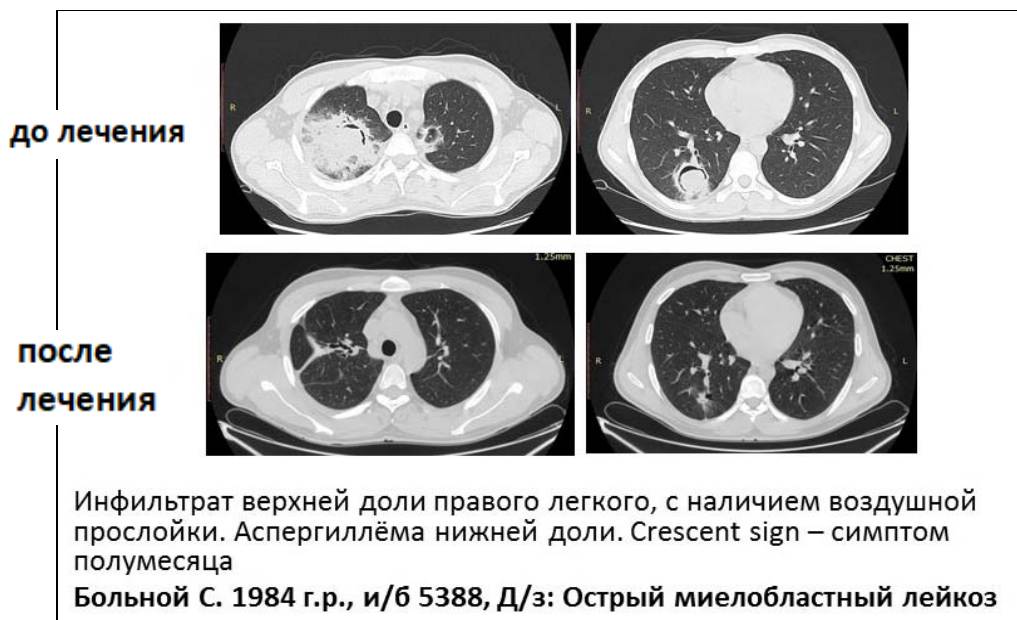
Аспергиллез легких (МСКТ)
